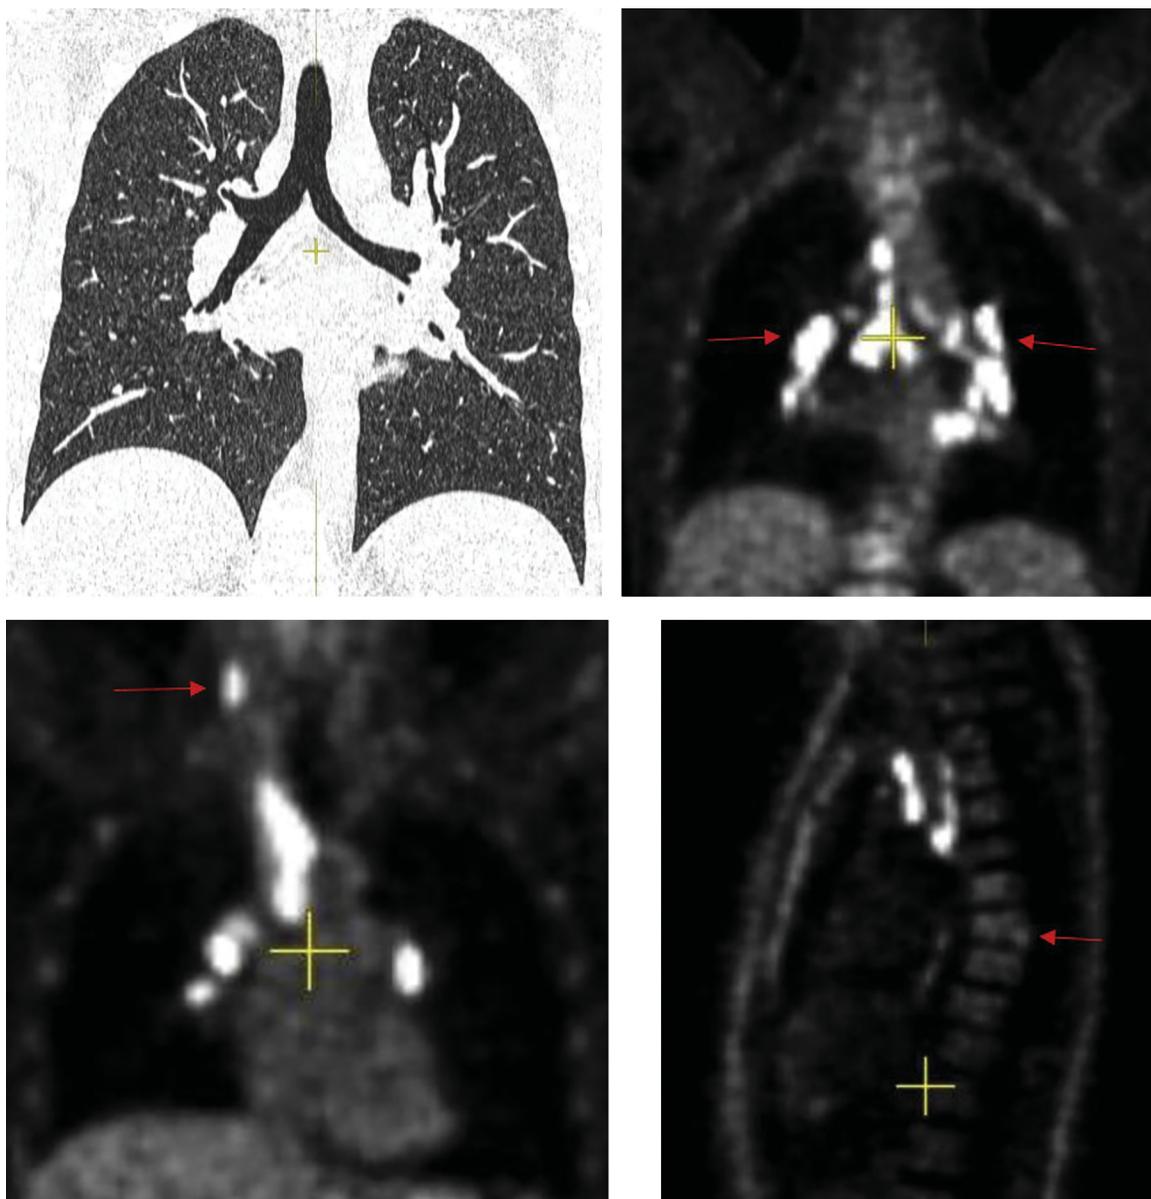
ПЭТ/КТ с 18-FDG грудной клетки пациента С. Патологическая метаболическая активность SUV в увеличенных внутригрудных лимфатических узлах, в увеличенном правом надключичном лимфатическом узле и в спинном мозге
